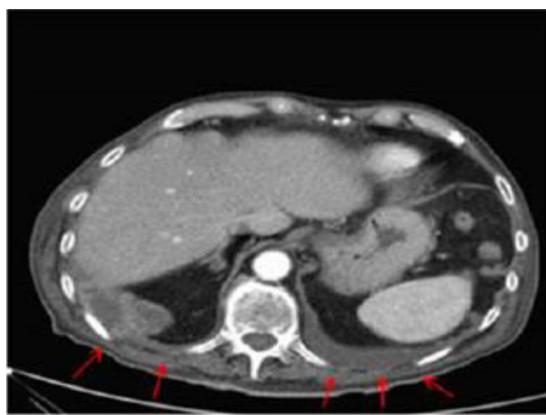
TAC abdominal con contraste intravenoso en fase arterial. Imagen axial. La colección se prolonga a través de la porción posterior del diafragma derecho y se introduce en la cavidad abdominal, contactando con el hígado y la grasa perirrenal derecha (flechas).
